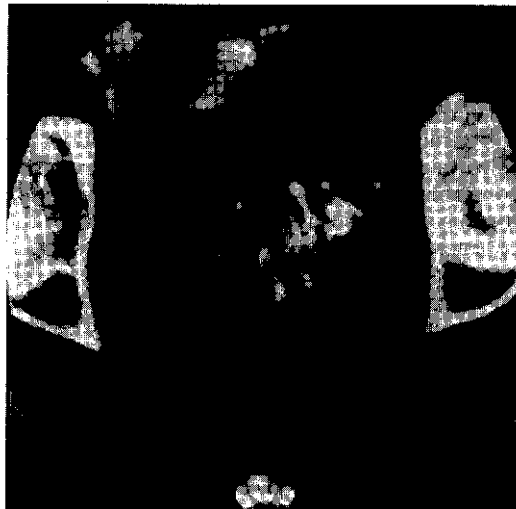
La TC revela edema, espasmo e inflamación del colon sigmoide, compatible con el diagnóstico de enfermedad diverticular.
